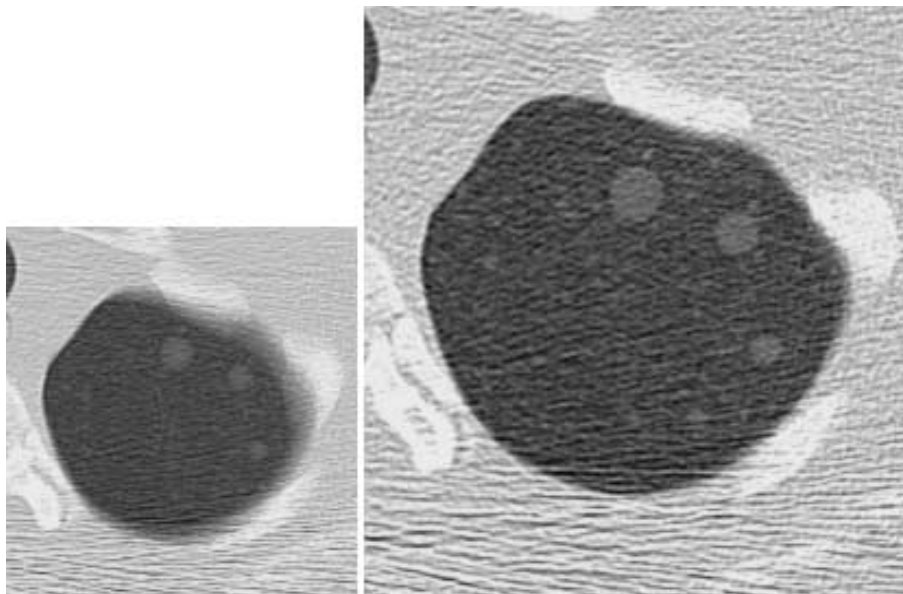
Depiction capabilities and scan speed vs. changes in Single slice CT (SSCT) lung apex at left lung. Lt.; 1 sec/rotation Scanner (TCT-900S, Toshiba). Dose: 2.51 mGy, Total Scanning Time: 17 s. Scan conditions: 120 kV, 50 mA, 1 s/rot. (50 mAs) 10-mm slice thickness, pitch f. 2.0. Rt.; 0.75 sec/rotation Scanner (X-Vigor/Laudator, Toshiba) Dose: 2.09 mGy, Total Scanning Time: 16.5 s. Scan conditions: 120 kV, 40 mA, 0.75 s/rot (30 mAs) 10-mm slice thickness, pitch f. 1.5.
